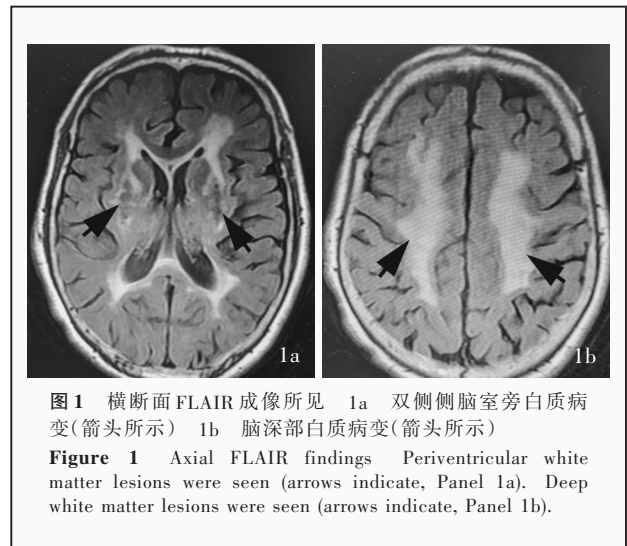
横断面 FLAIR 成像所见 1a 双侧侧脑室旁白质病变(箭头所示) 1b 脑深部白质病变(箭头所示)
